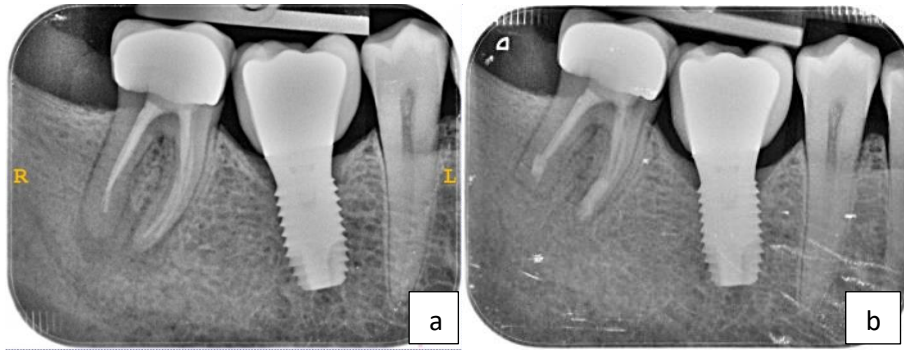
a, radiografía periapical antes de la cirugía del diente 4.7. b, radiografía durante el período de control tras 21 meses de la cirugía periapical.
